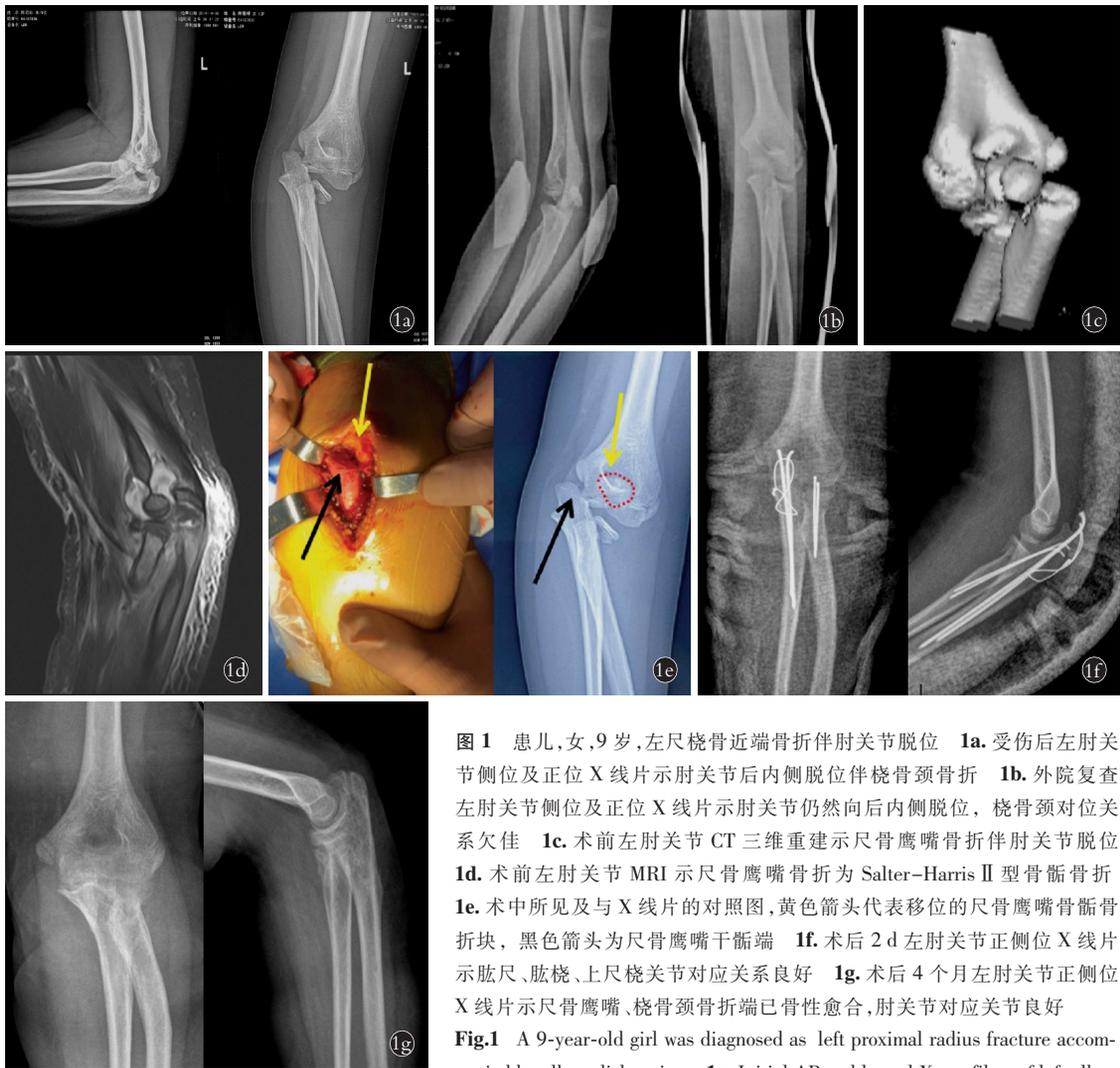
患儿,女,9岁,左尺桡骨近端骨折伴肘关节脱位 1a. 受伤后左肘关节侧位及正位 X 线片示肘关节后内侧脱位伴桡骨颈骨折 1b. 外院复查左肘关节侧位及正位 X 线片示肘关节仍然向后内侧脱位, 桡骨颈对位关系欠佳 1c. 术前左肘关节 CT 三维重建示尺骨鹰嘴骨折伴肘关节脱位 1d. 术前左肘关节 MRI 示尺骨鹰嘴骨折为 Salter-Harris II 型骨骺骨折 1e. 术中所见及与 X 线片的对照图, 黄色箭头代表移位的尺骨鹰嘴骨骺骨折块, 黑色箭头为尺骨鹰嘴干骺端 1f. 术后 2 d 左肘关节正侧位 X 线片示肱尺、肱桡、上尺桡关节对应关系良好 1g. 术后 4 个月左肘关节正侧位 X 线片示尺骨鹰嘴、桡骨颈骨折端已骨性愈合, 肘关节对应关节良好
